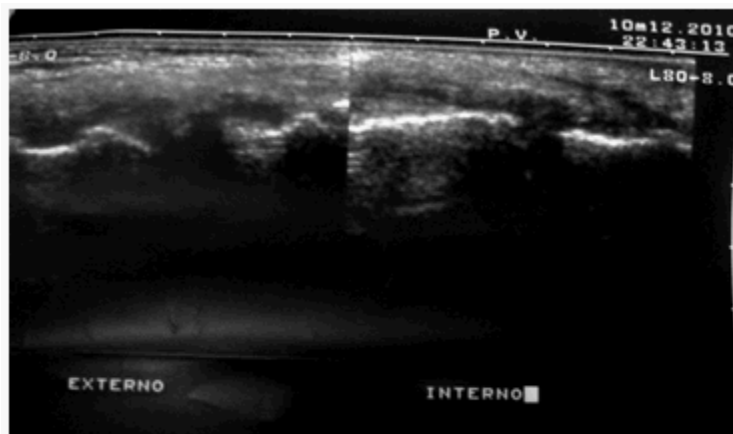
Ultrasonido de alta resolución. Compartimientos externo e interno de la rodilla. Cartílago irregular.
